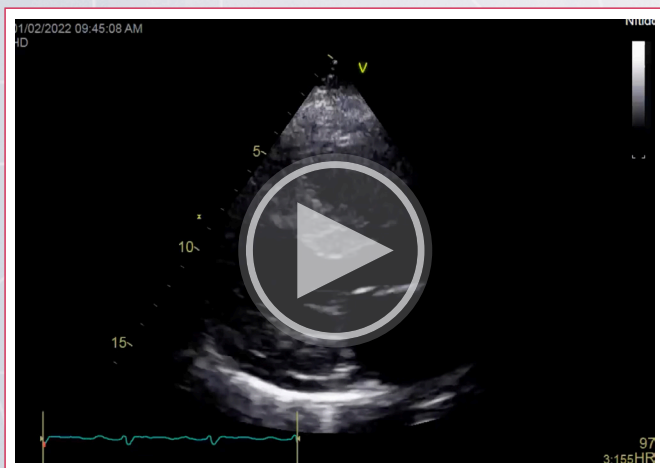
Ecocardiograma transtorácico. Superior-izquierda: Strain longitudinal global del VI anormal, con un valor de -4.8 %. Presenta relativa preservación apical. Superior-derecha: Ventrículo izquierdo con espesores parietales aumentados, patrón en "vidrio esmerilado" y FEVI conservada. Inferior-izquierda: Velocidades del Doppler de tejidos, a nivel del anillo mitral, todas menores de 5 cm/seg. Inferior-derecha: Flujiograma Doppler transmitral con patrón restrictivo.
